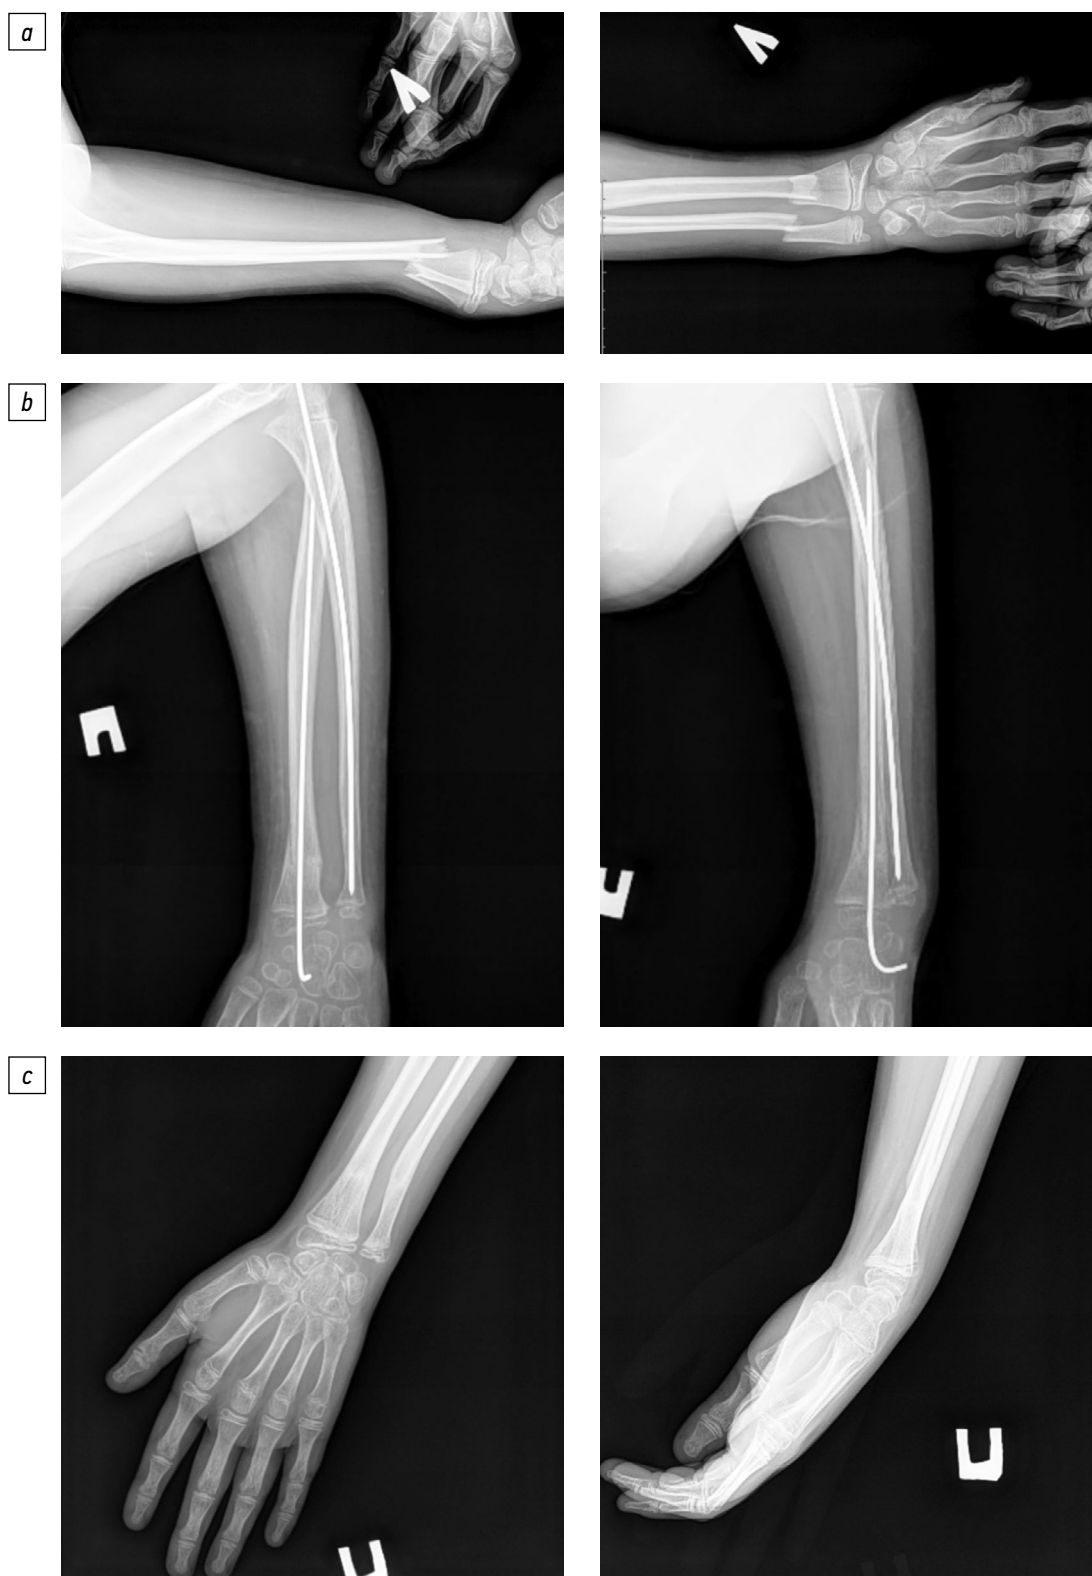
Рентгенограмма предплечья пациента: *a* — с сочетанным переломом дистального отдела лучевой кости и локтевой кости в прямой и боковой проекции перед оперативным лечением; *b* — с нестабильным переломом дистального отдела лучевой кости в прямой и боковой проекции после оперативного лечения традиционным методом ретроградного интрамедуллярного металлостеосинтеза спицей Киршнера; *c* — с нестабильным переломом дистального отдела лучевой кости в прямой и боковой проекции через 6 мес. после оперативного лечения.
